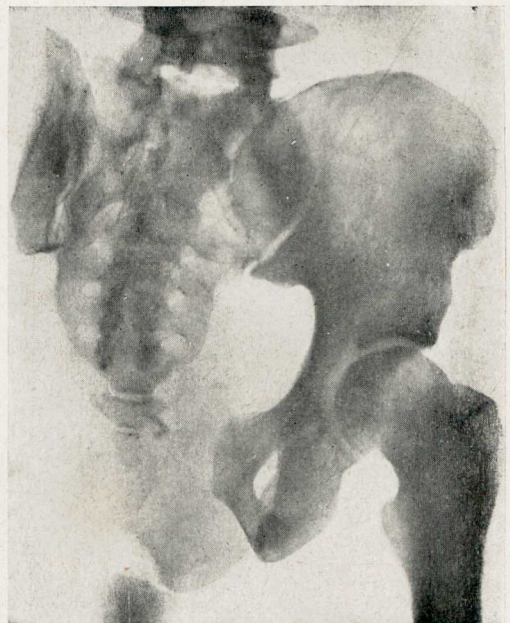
Reg. 14.770 — Radiografia da bacia, após o ato cirúrgico.
